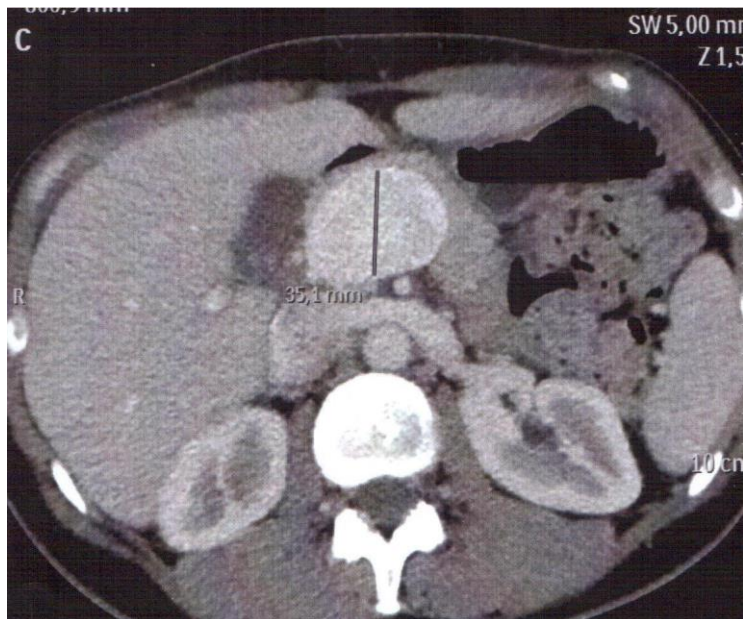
CT Scan : Coupe horizontale de la veine porte.
